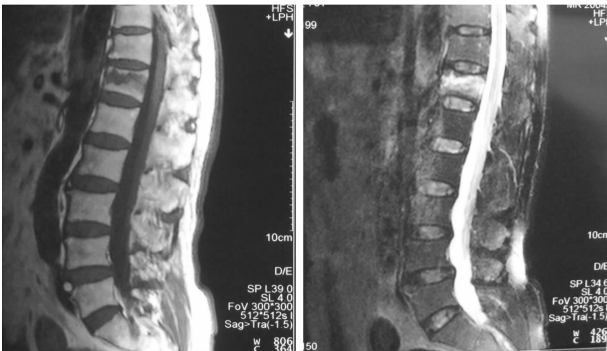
T<sub>12</sub>椎体压缩骨折术前 MRI 片
